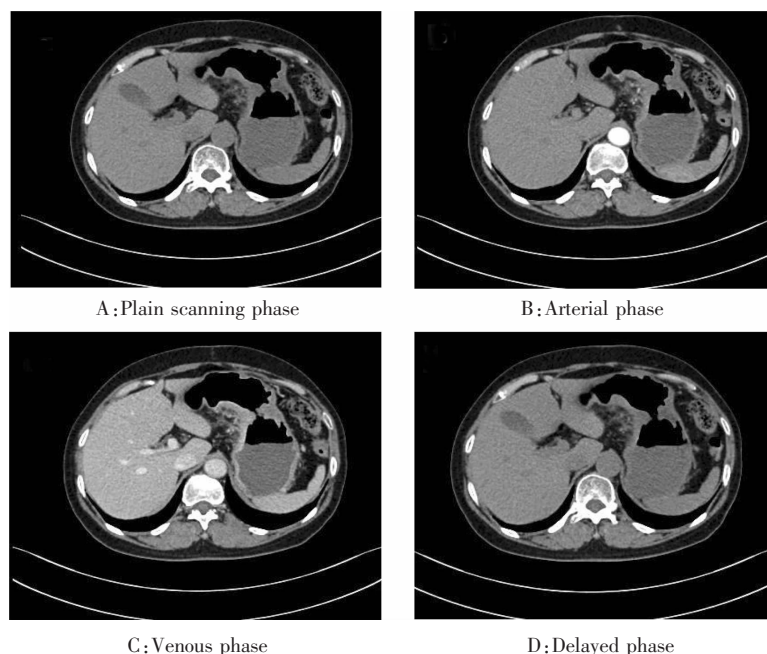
Plain and enhanced abdominal CT scan
